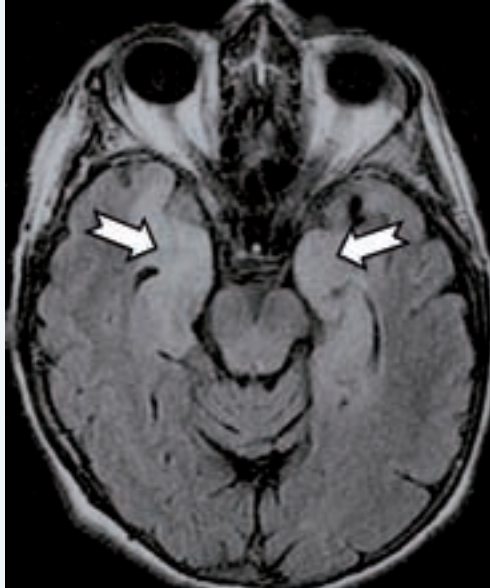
Aspect IRM évocateur d'une encéphalite limbique.
